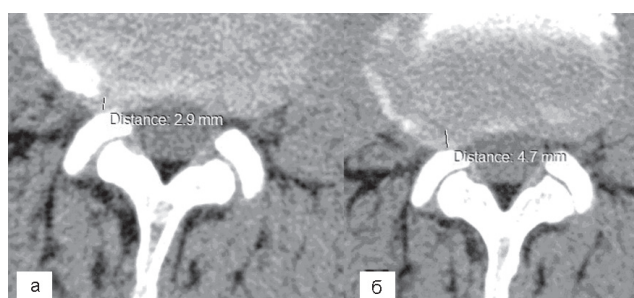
КТ диска  $L_{III}-L_{IV}$ : а — первое обследование; б — контроль через 6 мес
